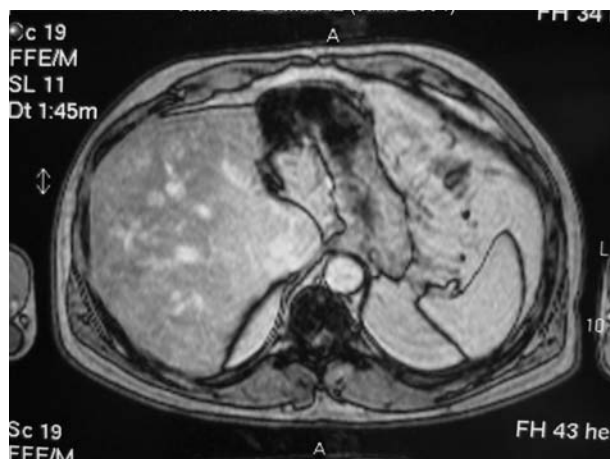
Resonancia magnética abdominal realizada en junio de 2004.
